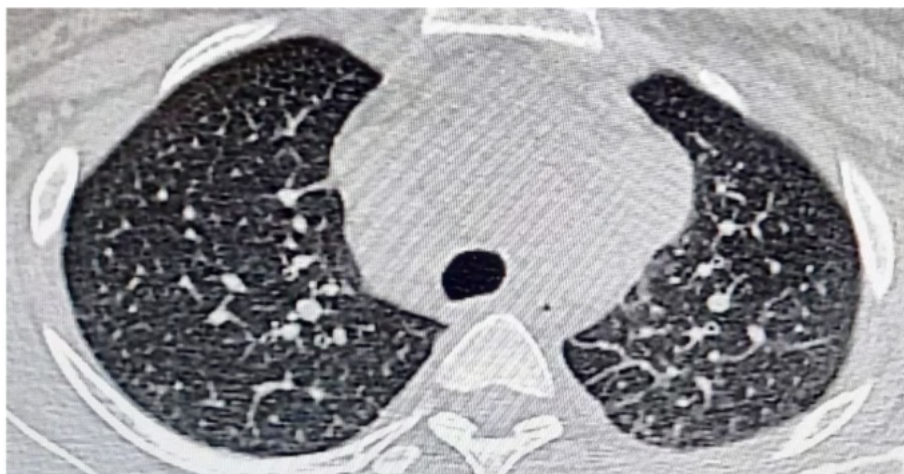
TC de tórax em janela pulmonar, cortes axiais destacando-se opacificações em vidro fosco e espessamento brônquico.
